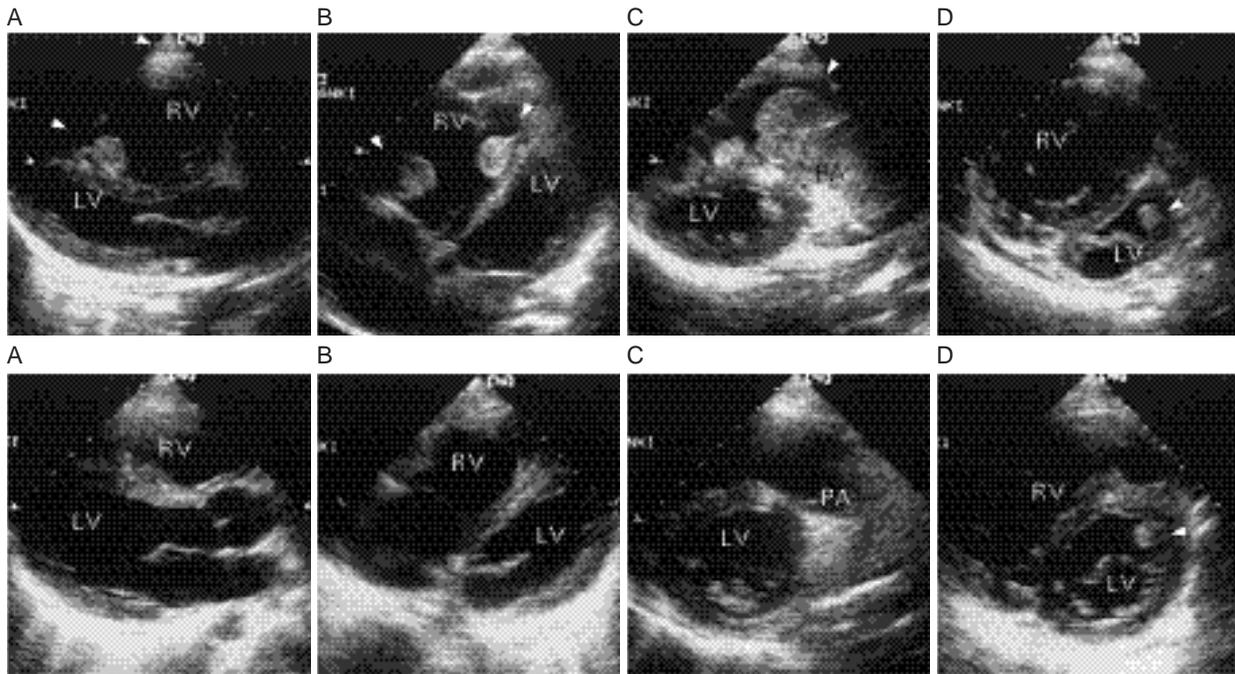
Transthoracic echocardiograms on admission(A to D) and at 1 week after surgery(A to D)
